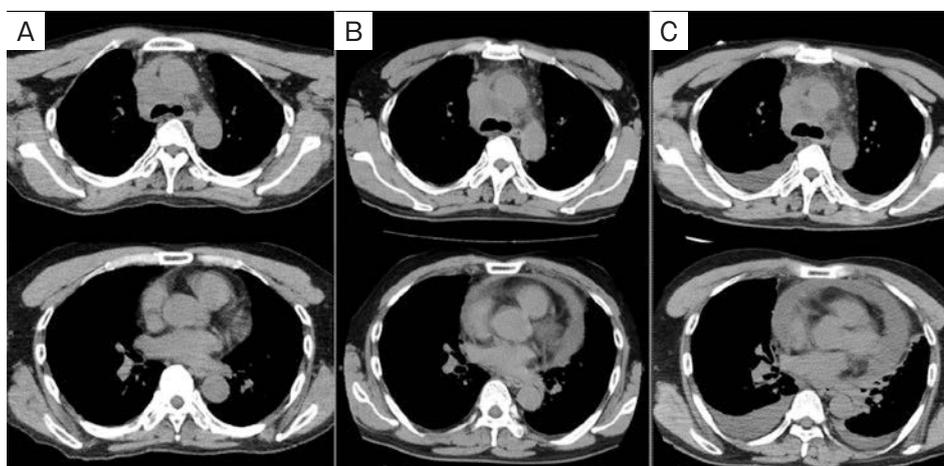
Chest CT images findings. (A) The #4R lymph node and pericardium 5 days before the onset of pericarditis; radiation treatment planning was based on the images taken at this time. These showed no significant change compared with before EBUS-TBNA. (B) The #4R lymph node and pericardium on admission. The lymph node showed almost no change, and pericardial effusion was present around both ventricles and atriums. (C) The #4R lymph node and pericardium on admission day 2. The lymph node showed almost no change, and pericardial effusion further increased. Furthermore, bilateral pleural effusion appeared.
